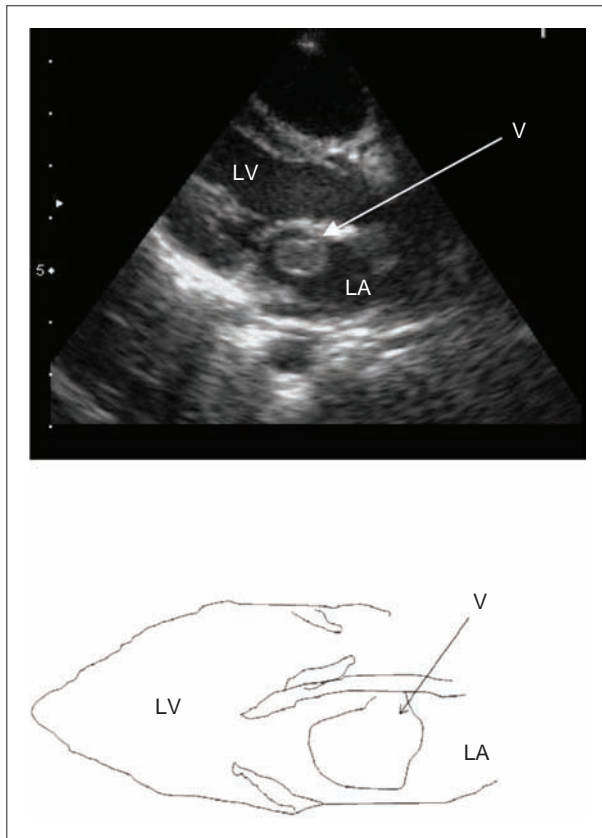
Echocardiography revealed a tumor lesion (13.9 mm × 8.9 mm) from the left atrial appendage in the left atrium. LA: left atrium, LV: left ventricle, V: vegetation
